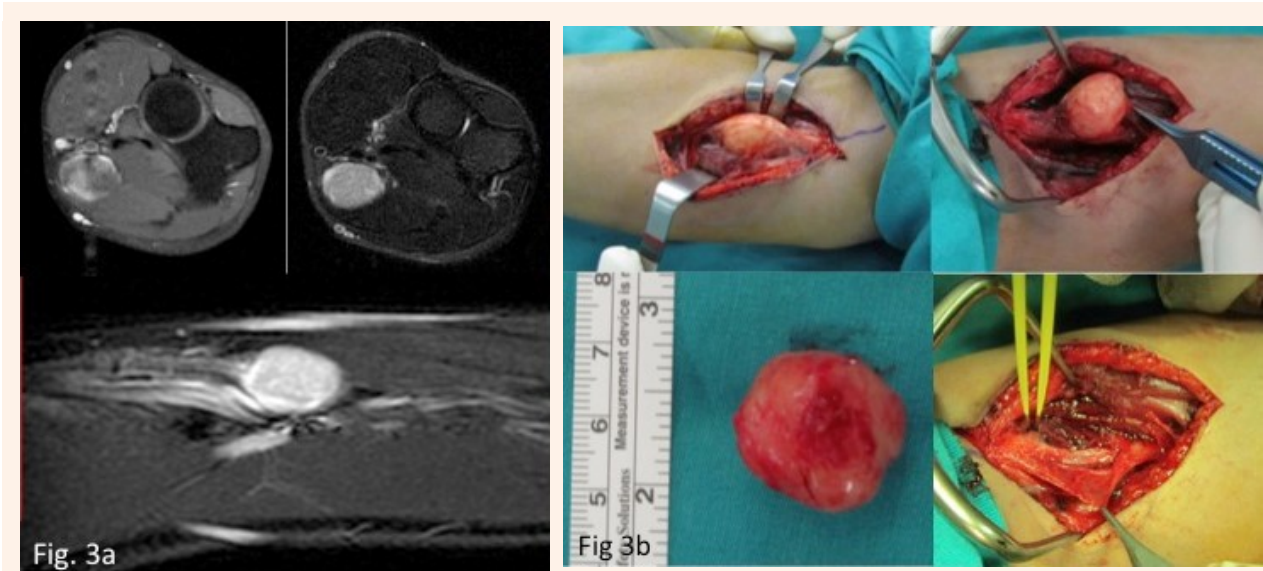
MRI shows a mass in the antecubital fossa. Fig. 3b: Intraoperative picture of the mass and median nerve.
